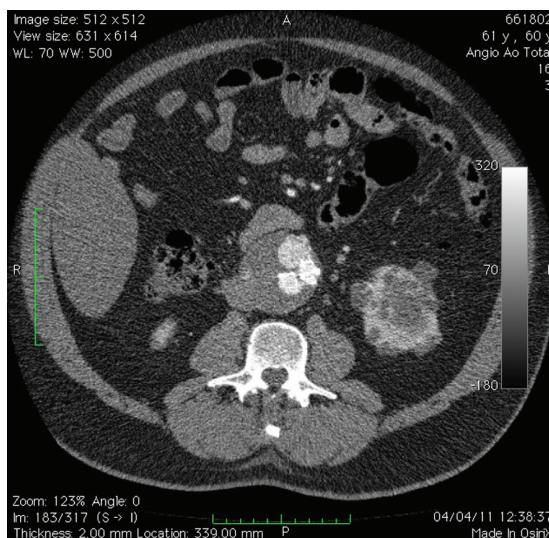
Tomografia computadorizada evidenciando Vazamento ou *endoleak* tipo 2 pela Artéria Mesentérica Inferior. Pode ser notada a presença de contraste fora da luz da endoprotese e dentro do saco aneurismático.
